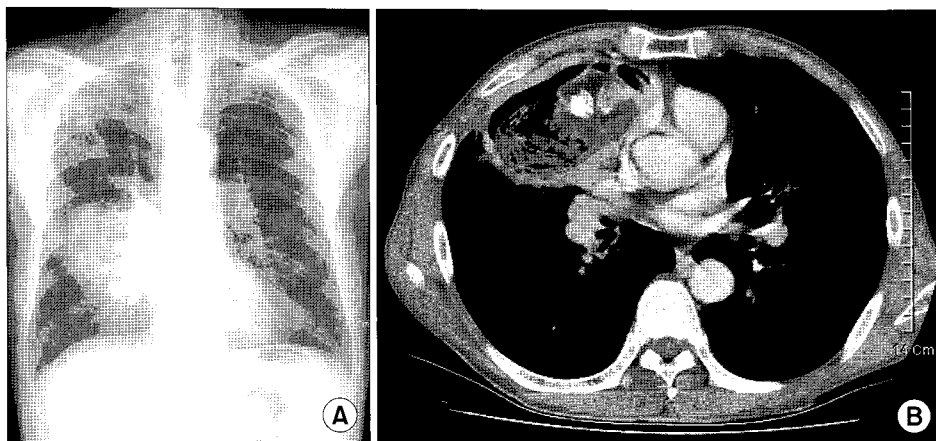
Preoperative CPA (A) and Chest CT (B). Preoperative findings showed heterogenous, cystic mass in the right anterior mediastinum with a calcification perforating into the lung.
